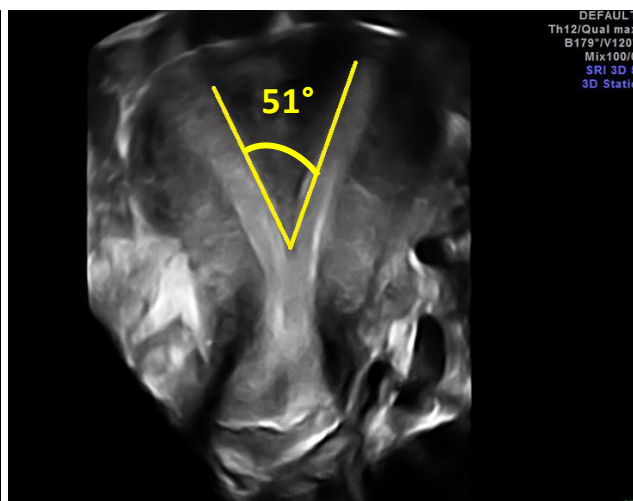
USG 3D, plan coronal, uter septat complet cu extinderea septului până la porțiunea inferioară a cavității uterine, unghiul intercornual 51°, clasa U2bC0V0
